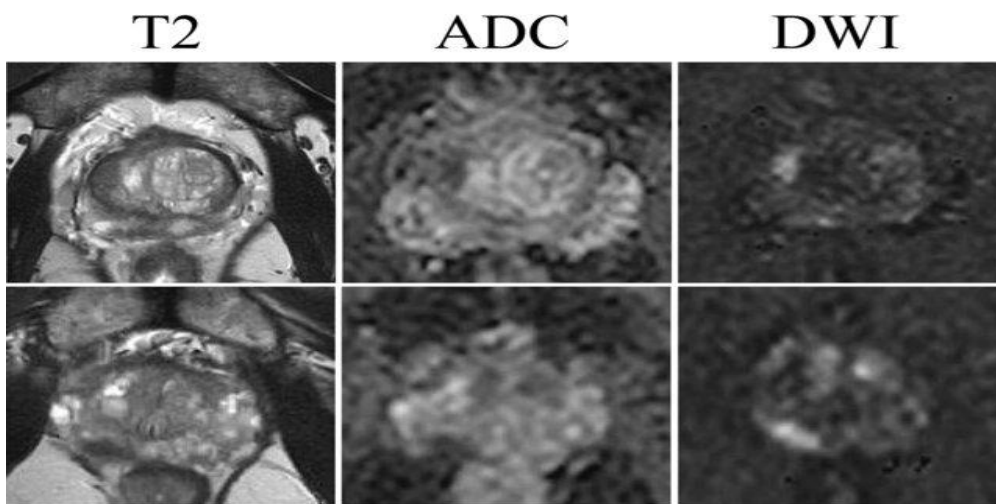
Sémiologie comparative des séquences IRMmp : T2W, carte ADC et DWI.
